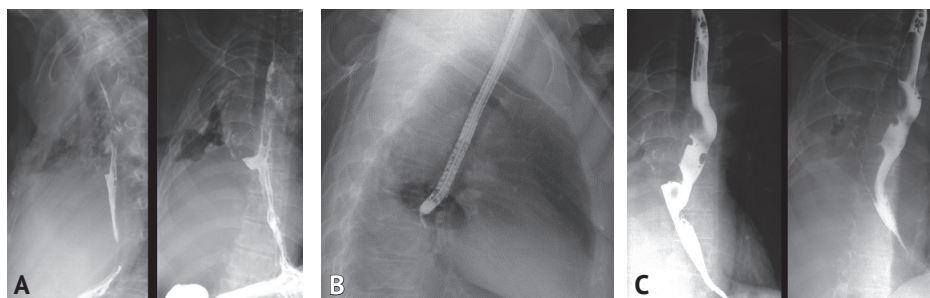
Пациентка В., 66 лет. А – контрольная рентгенограмма пищевода на 50-е сутки после операции. Пищевод свободно проходим для контрастного вещества. Дивертикулородоподобная деформация правой стенки пищевода на уровне Th8; В – рентгенограмма: эндоскопическое исследование пищевода с рентгенфистулографией. Поступления контрастного вещества за контуры пищевода не определяются; С – рентгенограмма пищевода через 2 года. Тракционная деформация стенки пищевода. Затекания бариевой взвеси за контуры пищевода нет
